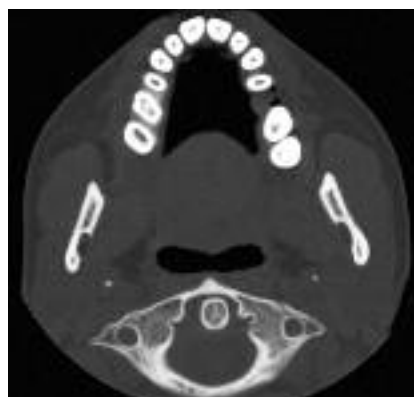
Una sezione TC di un mascellare superiore dentulo sul piano gengivale con rappresentazione delle sezioni radicolari.
